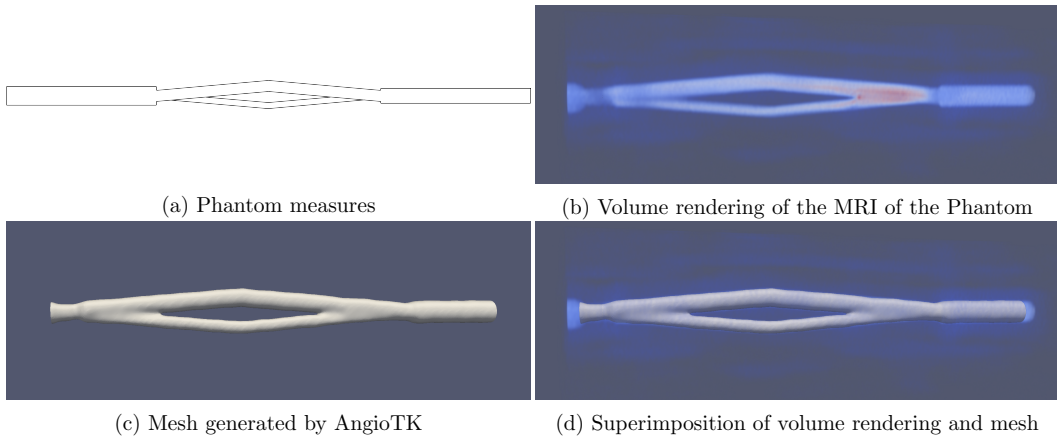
Comparison between the original MRI data and the final mesh generated by AngioTK.
